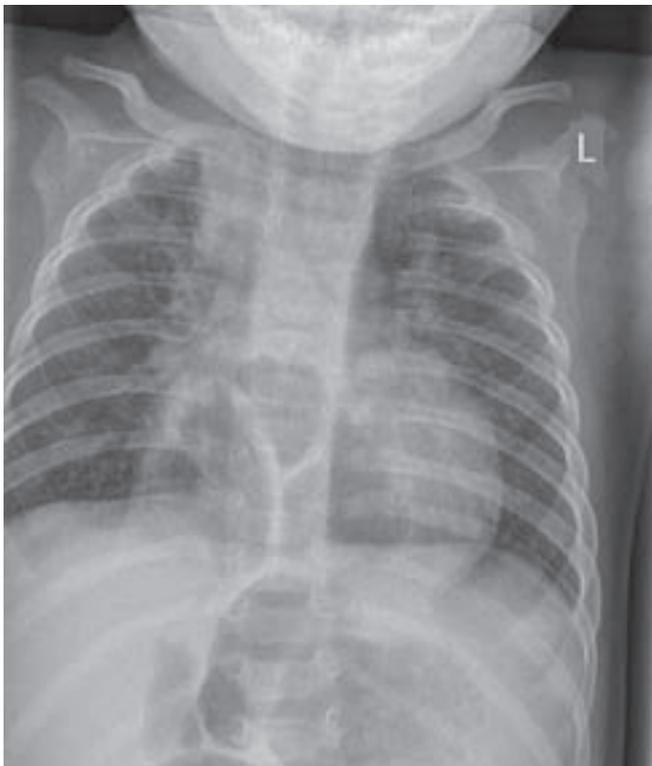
Röntgen-Aufnahme des Thorax (anterior-posterior und seitlich)
